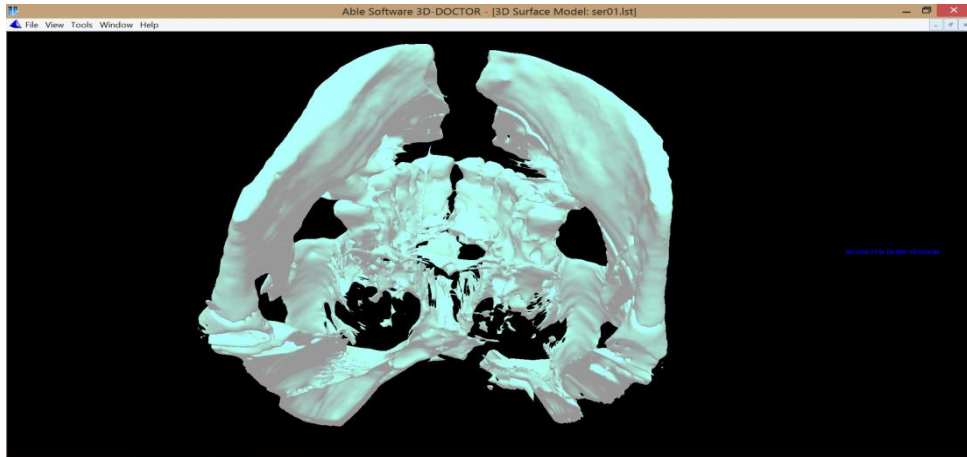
'de çene altından ateşlenen ateşli silah mermi çekirdeğinin frontal bölgeden çıkış deliği görülmektedir. Görüntü farklı açılardan değerlendirmeye olanak vermektedir. Mandibula anteriorunda deplase kırık izlenmekte. Sert damakta, maksilla anteriorunda, nazal septumda ethmoid hücrelerde, frontal kemikte, sol maksiller sinüs anterior duvarında, sol orbita medial duvarında, frontal ve her iki pariyetal kemikte multipl fraktürler görülmektedir. Frontal kemikteki defektte kemik fragmanlarının dışa açılmış oldukları görülmektedir. Şekil 30'da Seg3d programında SSD tekniği, şekil 31-32'de 3D Doctor programında VRT tekniği, şekil 32'de 3D Slicer programında histogram ve SSD tekniği, şekil 34'de 3D-BT ile 2D MIP VE MPR teknikleri kullanılarak elde edilmiş görüntülerdir. 3D-BT ile çekilen görüntüler sadece viewer özelliği göstermektedir. Herhangi bir rotasyon hareketine izin vermemekle birlikte başka 3D programlara aktarılamamaktadır. Ayrıca istenilen vücut bölgesinin diğer bölgelerden ayrılmasına olanak sağlamamaktadır.
